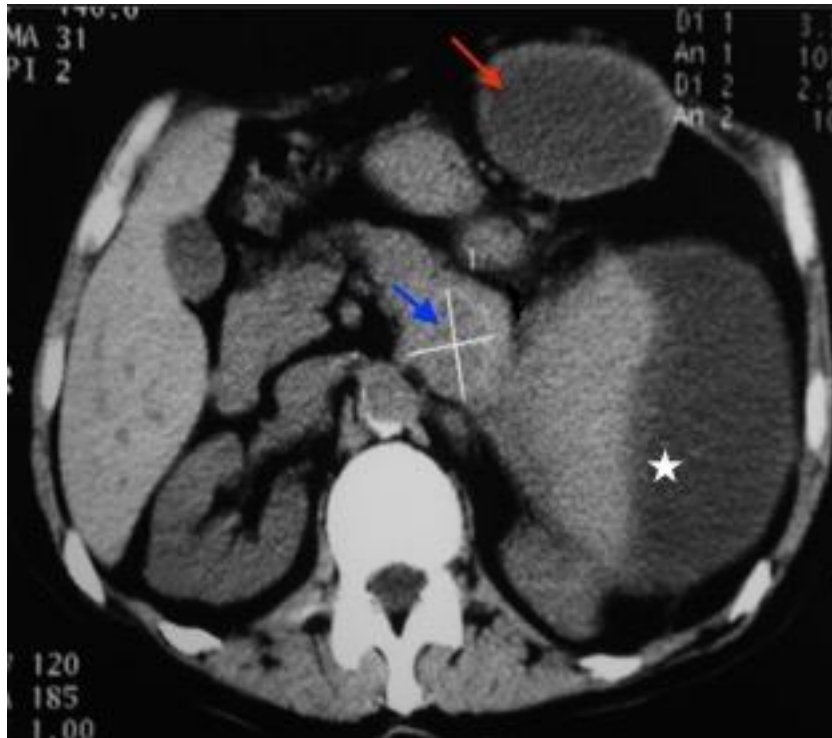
Coupe axiale de la TDM abdominale sans injection montrant : le nodule de la queue du pancréas (flèche bleue), la collection de la paroi abdominale antérieure (flèche rouge), ainsi que la masse de l'hypochondre gauche sous capsulaire, au dépend de la rate (étoile).
